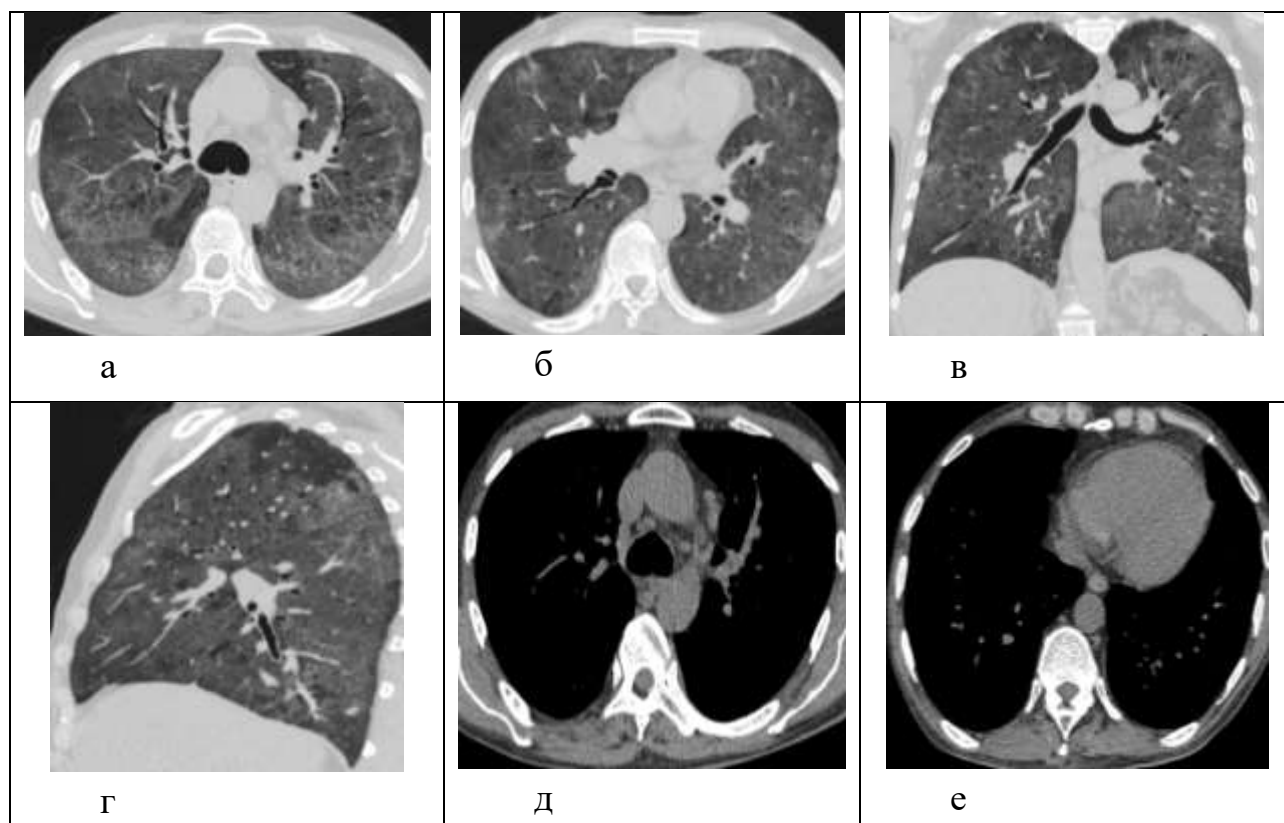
Пациент А. с пневмоцистой пневмонией, ВИЧ положительный, МСКТ – высокого разрешения а,б,в, г) легочное окно - диффузное уплотнение паренхимы обоих лёгких по типу матового стекла, утолщение междольковых перегородок (симптом «бульжной мостовой»), мелкие воздушные полости в правом лёгком - пневматоцеле д,е) средостенное окно – лимфаденопатия внутригрудных л/у и прослойка выпота в перикарде
